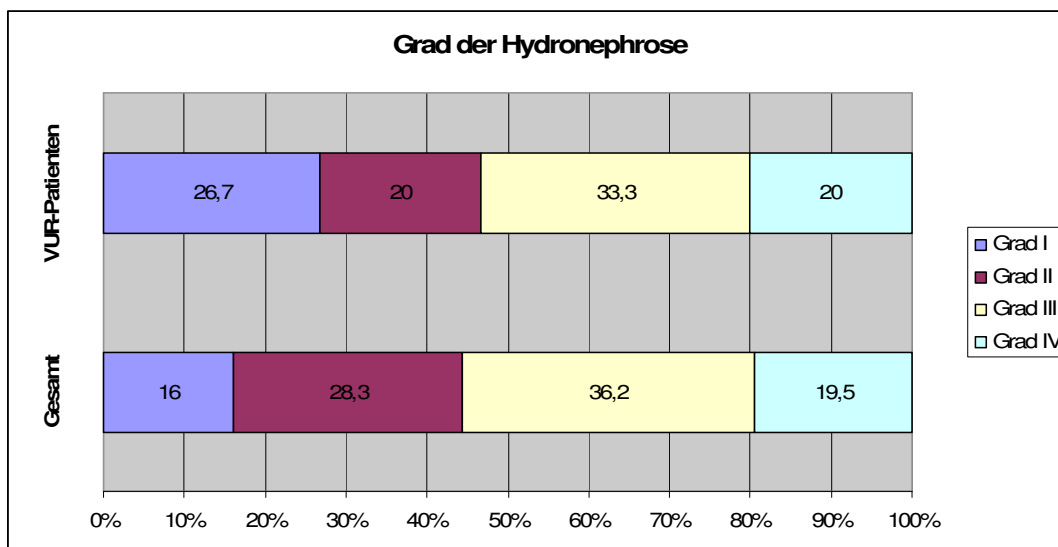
Sonographische Graduierung der Hydronephrose der Patienten mit VUR
